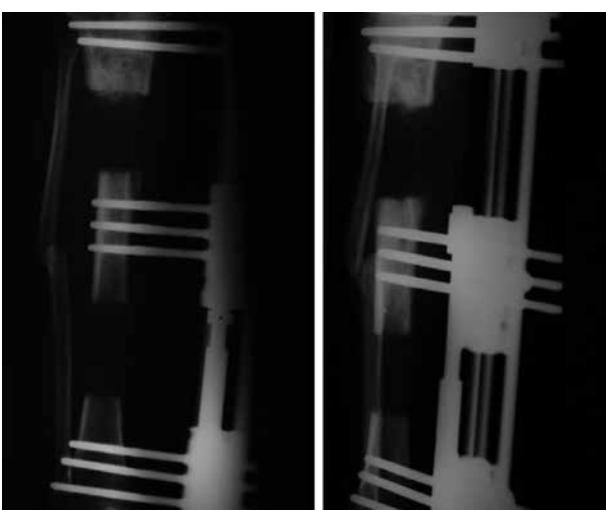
Radiografías AP y lateral de pierna derecha. Control posquirúrgico 14 días después de inicio de distracción
